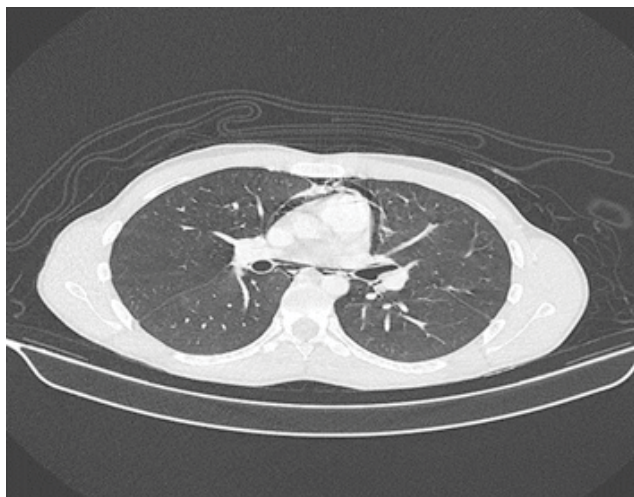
Imagen de TAC torácico en el que se aprecia la línea aérea perfilando a toda la silueta cardiaca confirmando la presencia de neumomediastino.
